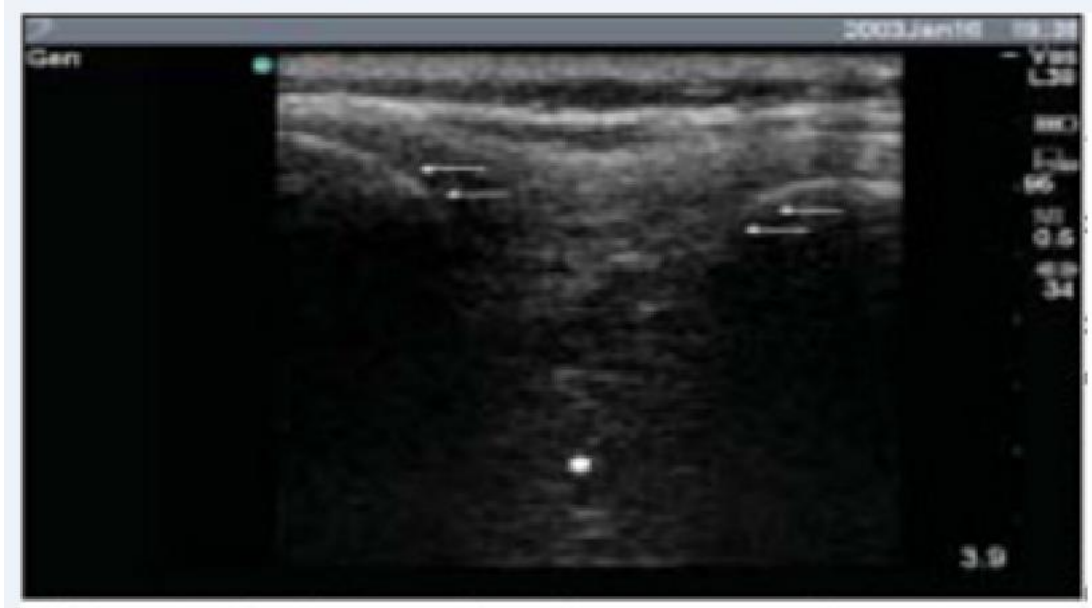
yüzeyel transducer ile ultrasonik görüntü (ince oklar spinöz proçesi gösterir)
